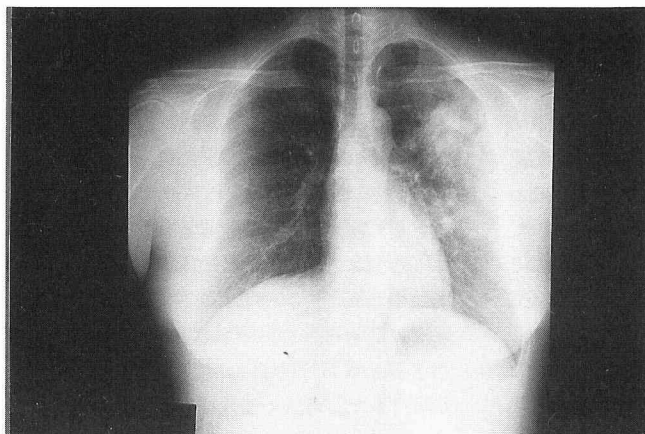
Chest X-ray film on the 2nd admission.
